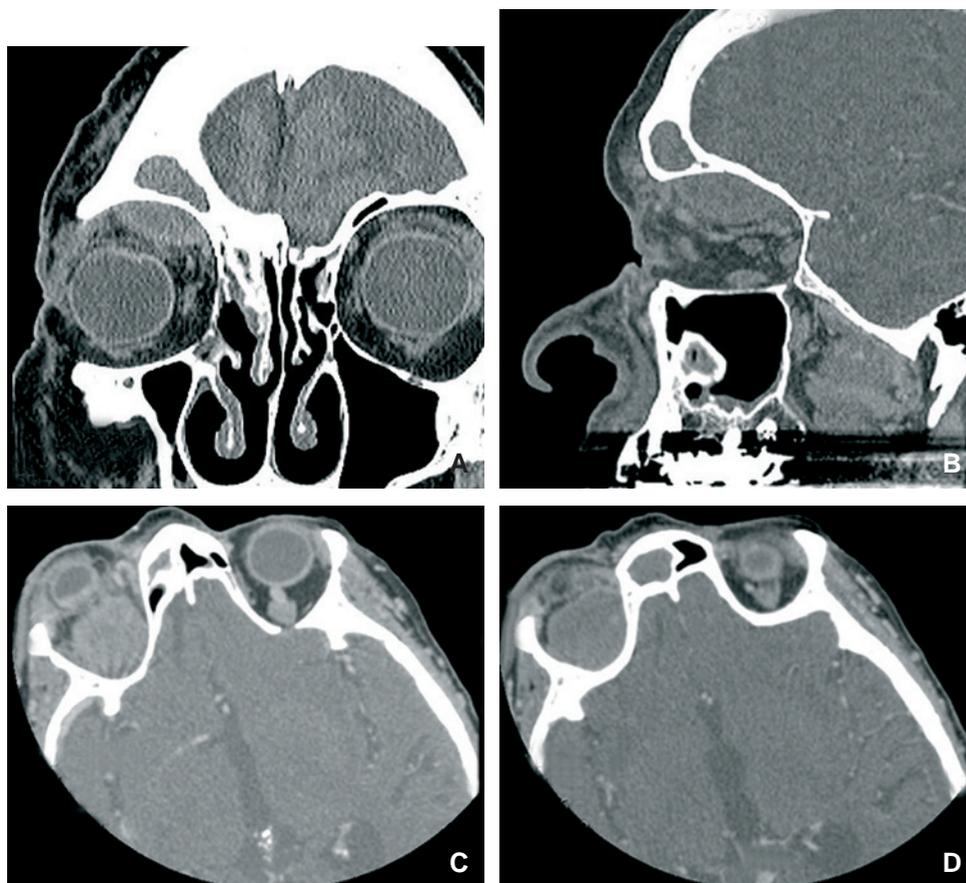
Rinosinusite acuta frontale destra complicata. TC che mostra un riempimento completo del seno frontale destro, così come un'immagine biconvessa di ascesso orbitario sottoperiosteale che sposta il bulbo oculare (A-D).
